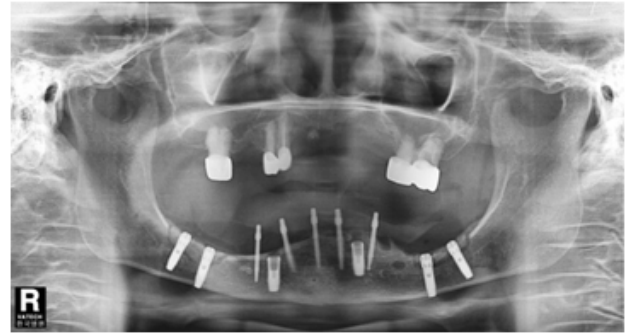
수술 전 스텐트 위치 후 촬영한 방사선 사진 (좌측), 수술 후 방사선 사진 (우측)
